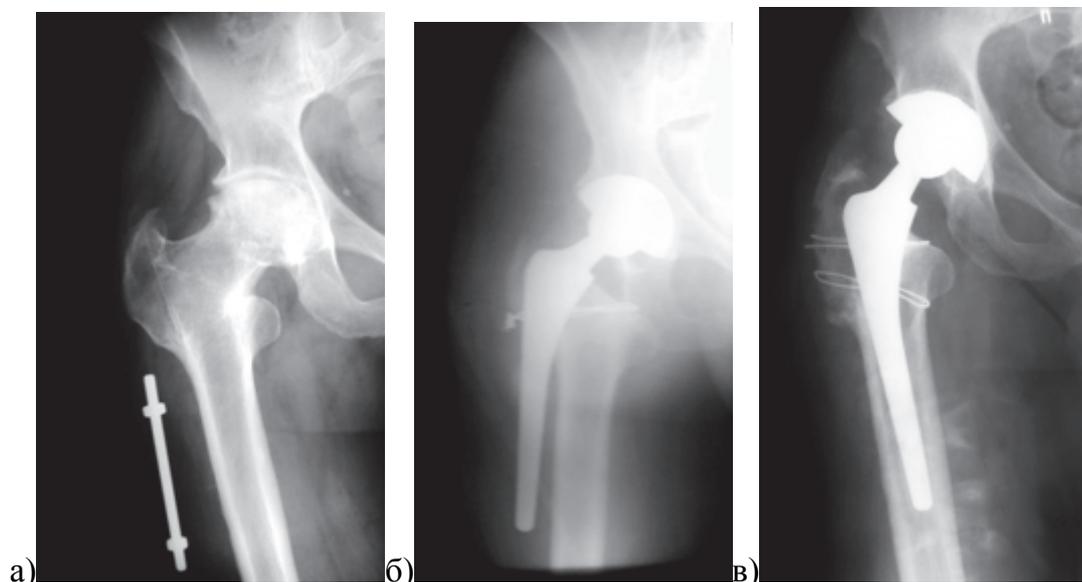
Рентгенограммы правого тазобедренного сустава пациента 52 лет: а – асептический некроз головки бедренной кости, сросшийся перелом после медиализирующей межвертельной остеотомии; б – перфорация наружной стенки бедренной кости ножкой эндопротеза в месте остеотомии (интраоперационная рентгенограмма); в – переустановка ножки в правильное положение с фиксацией большого вертела серкляжами (через 1 год после операции)
